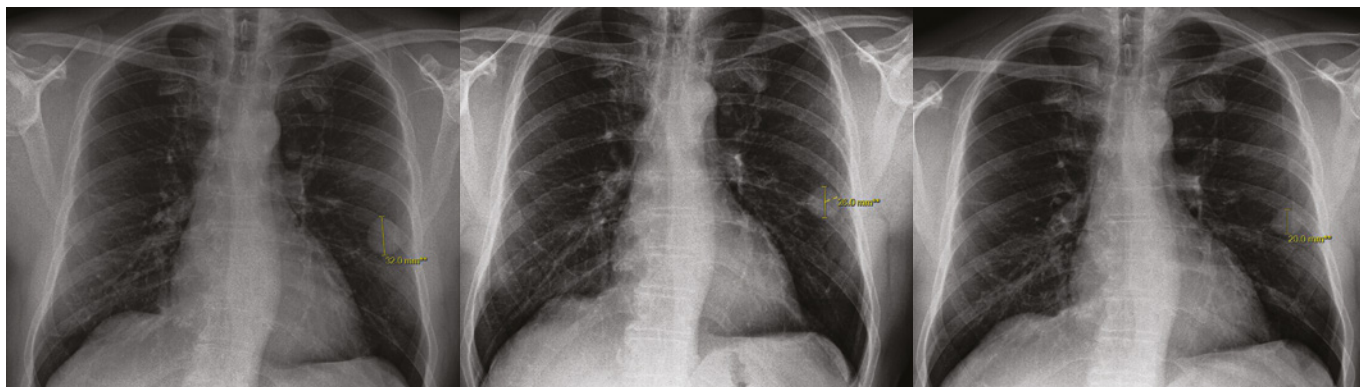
HRCT plic 26. 11. 2020 – oboustranně patrné dutinové částečně vyplněné lézeObr. 5A, B, C. HRCT plic 27. 1. 2021 – parciální regrese dutinových lézí oboustranně, dutinová léze v pravém dolním laloku již není přítomnaObr. 6A, B, C. Další postupná regrese dutinových lézí, měření nejlépe viditelné léze v levém dolním laloku
